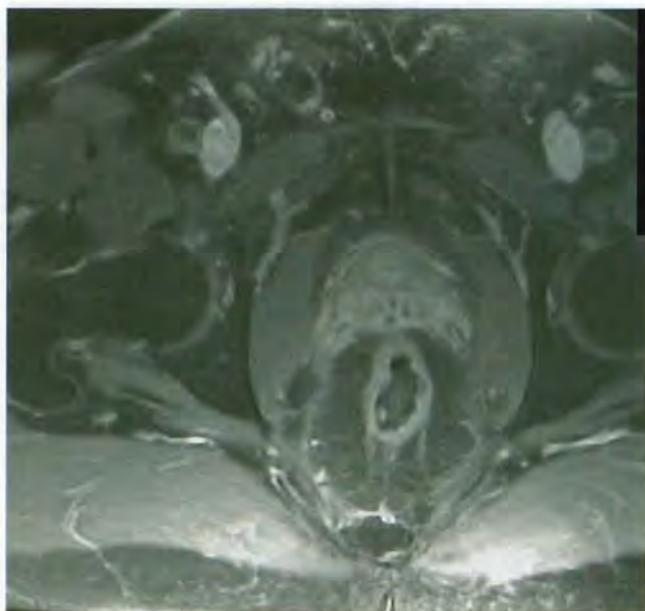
RMN- neoplasm rectal
